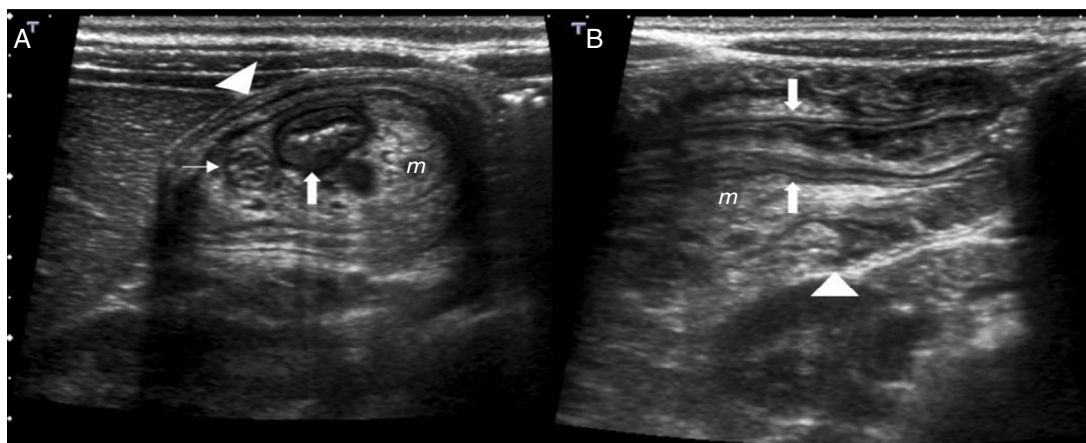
Invaginación ileocólica idiopática. En la ecografía en el plano axial (A) se reconoce la imagen en «diana» o «donut», y en la ecografía en el plano longitudinal (B) es visible la imagen en «sándwich». Estas imágenes están formadas por el segmento central del intussusceptum (flecha grande), el mesenterio ecogénico (m) con algún pequeño ganglio linfático, y el doble anillo periférico formado por el segmento que retorna del intussusceptum y más periférico el intussusciens (punta de flecha). En la imagen axial también se reconoce incluido el apéndice cecal (flecha pequeña).
